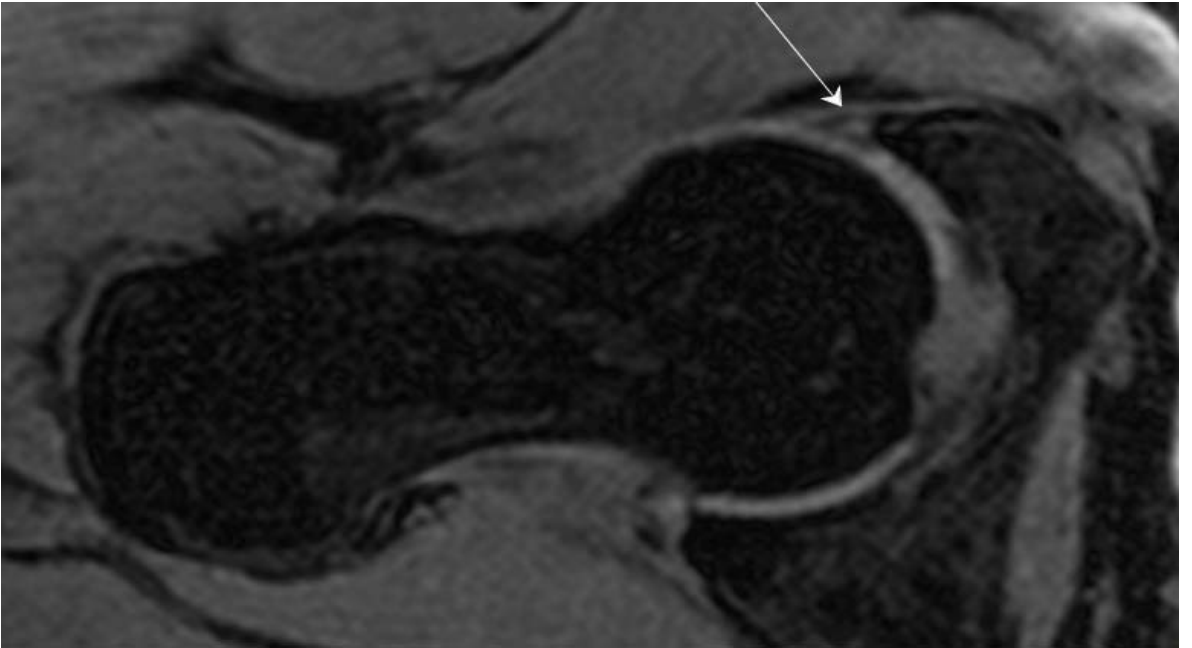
OLGU 1; Pincer tip FAI hastasında, cross-table aksiyal grafide ve altta oblik-aksiyal planda 3D WATS MR görüntüde (A ve B) alfa açısı, baş-boyun ofseti ölçümü. Jukstaartiküler subkortikal kistler (herniasyon çukuru) ve komşuluğunda sekonder ossikül (C ve D).
